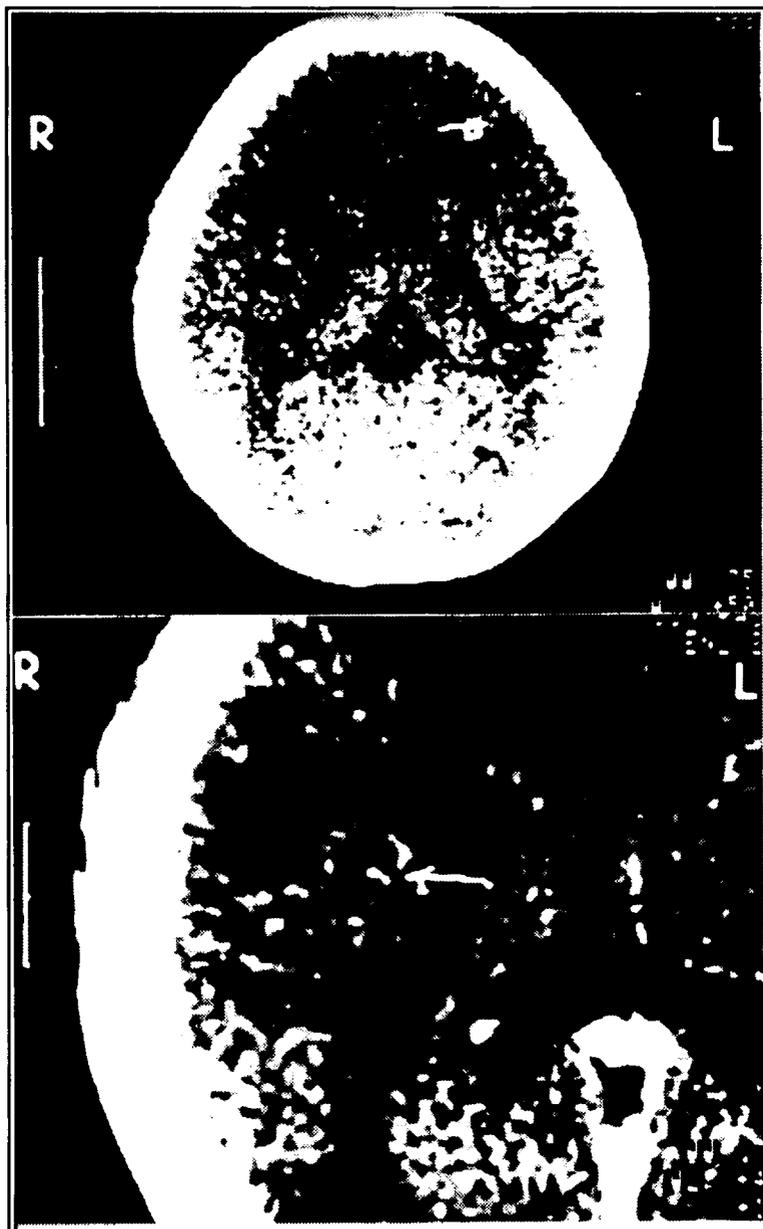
Caso 2. TC: No alto imagens hipodensas de aspecto cístico nas regiões parietal direita, frontal esquerda e occipital esquerda. Em baixo em grande aumento, imagem cística com halo de impregnação periférica e escólex.
